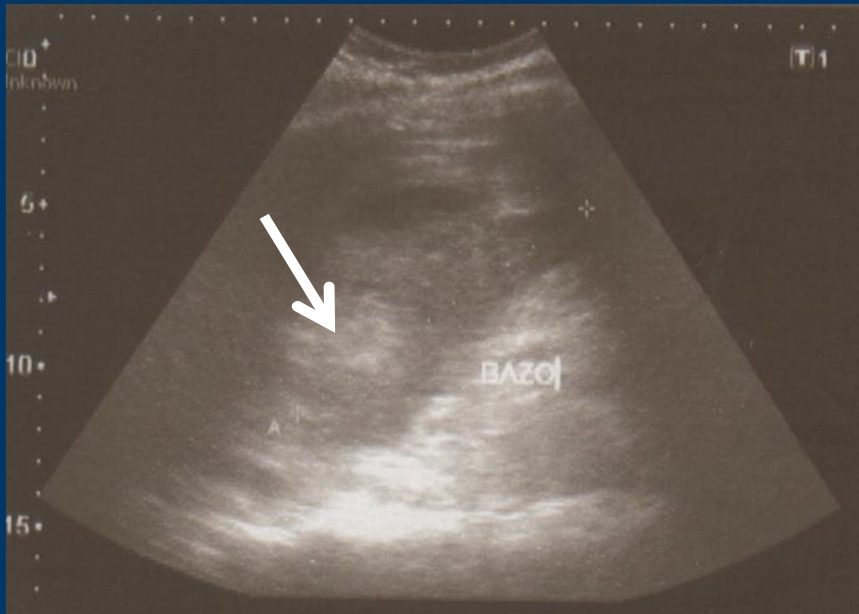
Ecografía abdominal. Parénquima heterogéneo, con imagen ecogénica focal (flecha).
